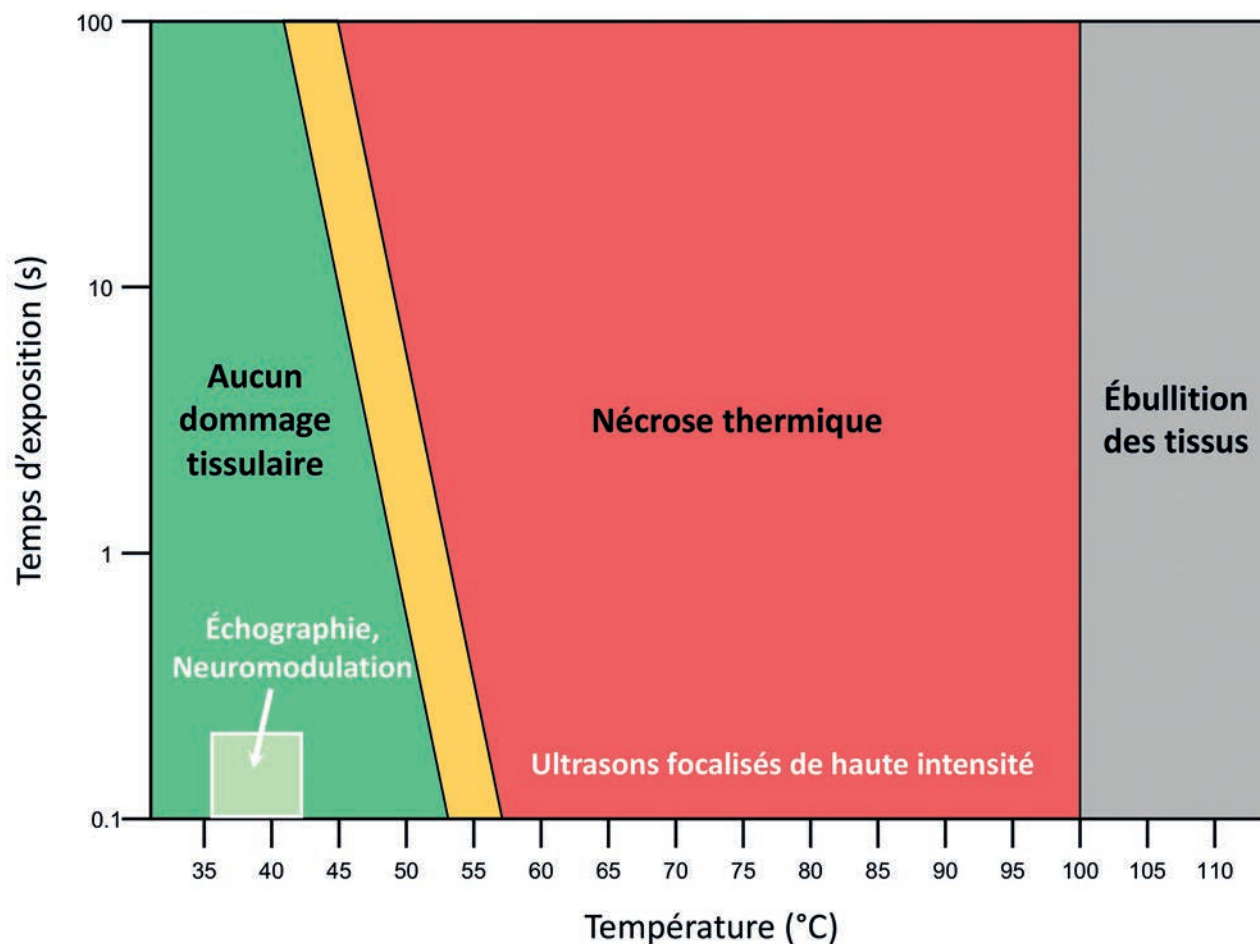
Relation entre la dose thermique et l'effet biologique dans les tissus. En dessous du seuil de la dose thermique, les ultrasons ne produisent aucun dommage tissulaire ; au-delà du seuil précité, les ultrasons induisent une nécrose thermique des tissus ciblés (©David Attali, Physique pour la médecine Paris).
